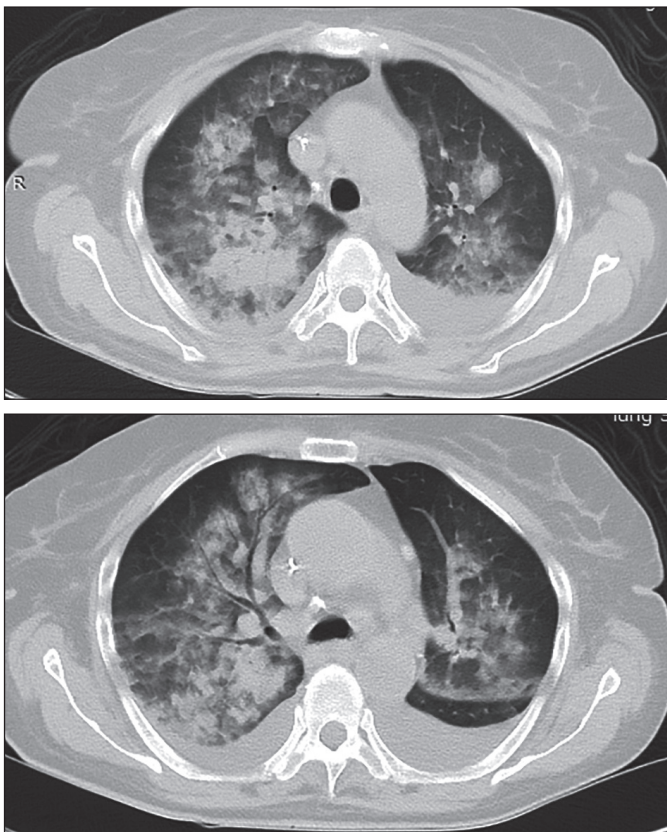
На КТ-исследовании в обоих легких выявлены обширные зоны «матового стекла» и свободная жидкость в обеих плевральных полостях
